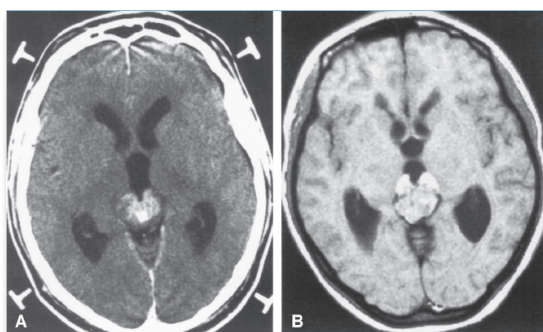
Aspect typique du signe du papillon sur des séquences axiales de TDM (A) et d'IRM (B) signant une tumeur pinéale de type germinome pur. *Figure issue de Konovalov et Pitskhelauri ; Surg Neurol 2003;59:250-68.*
